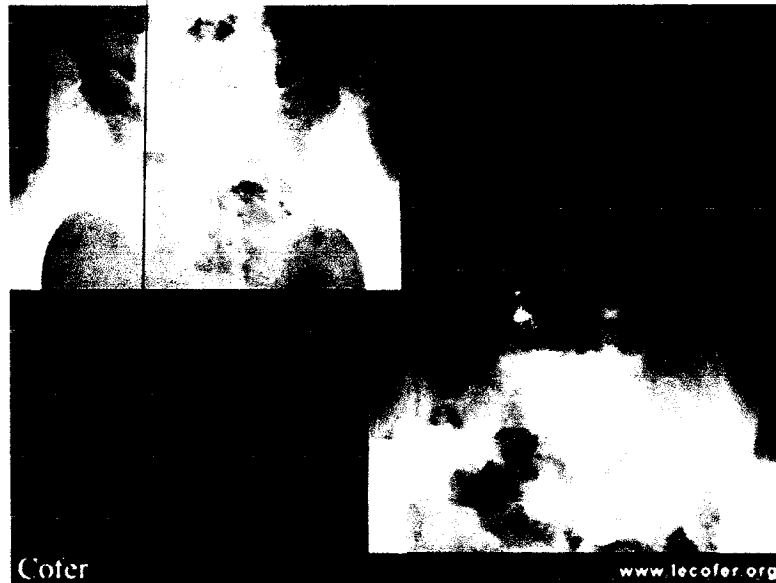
Radiographies montrant l'aspect des sacro-iliaque à droite d'une personne normale et à gauche d'une personne atteinte de spondylarthritis (d'après www.lecofer.org)
